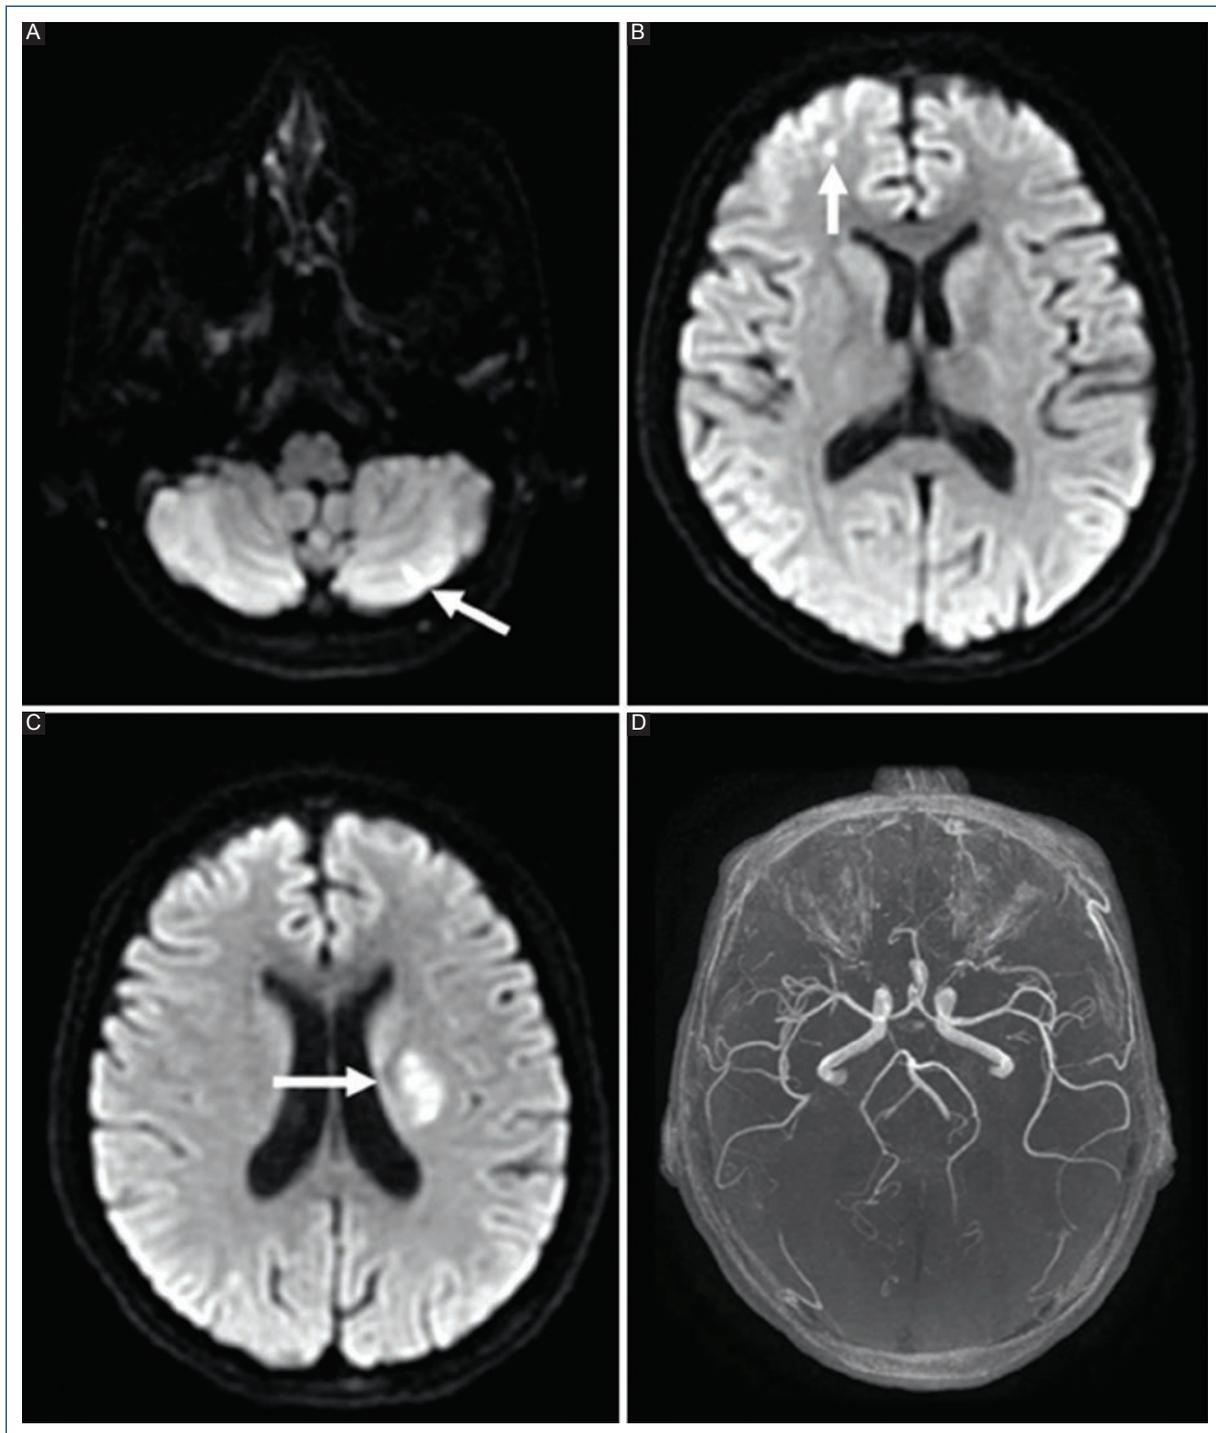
Axial diffusion-weighted imaging magnetic resonance imaging (MRI) of the brain shows multiple acute ischemic strokes (arrows) located in the A: left cerebellum, B: right frontal lobe, and C: left internal capsule. D: 3D time-of-flight MRI angiography shows normal intracranial vessels.
